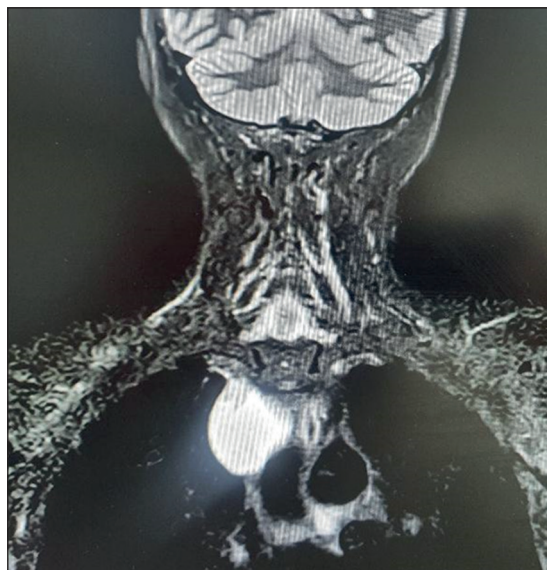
Resonancia Nuclear Magnética de cuello, corte coronal.
